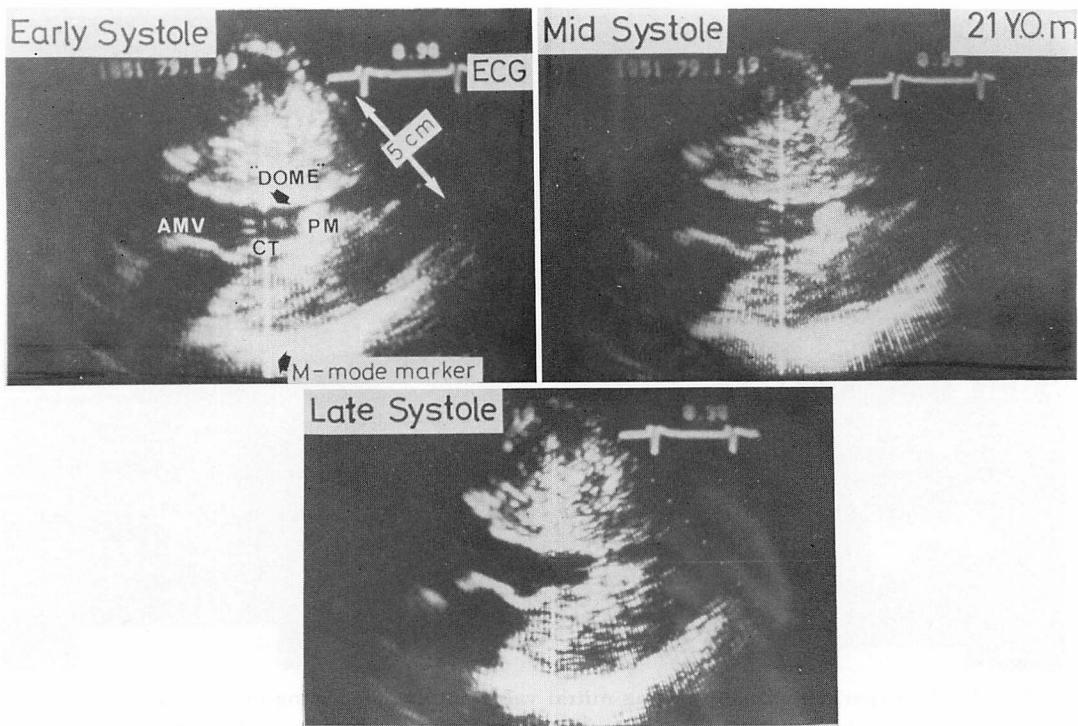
Real time, two-dimensional echocardiograms from the same patient in Fig. 1.
